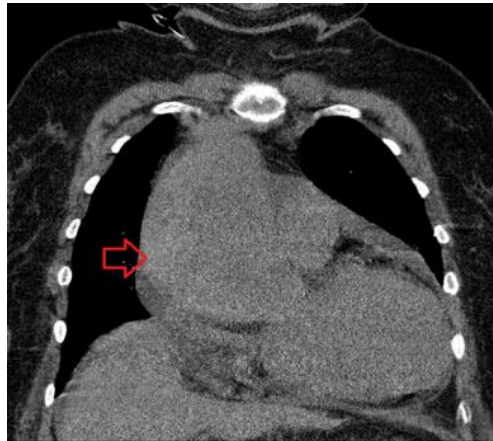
Tomografía computarizada simple reformateada en el plano coronal que muestra la formación de aneurisma aórtico torácico ascendente (flecha).
